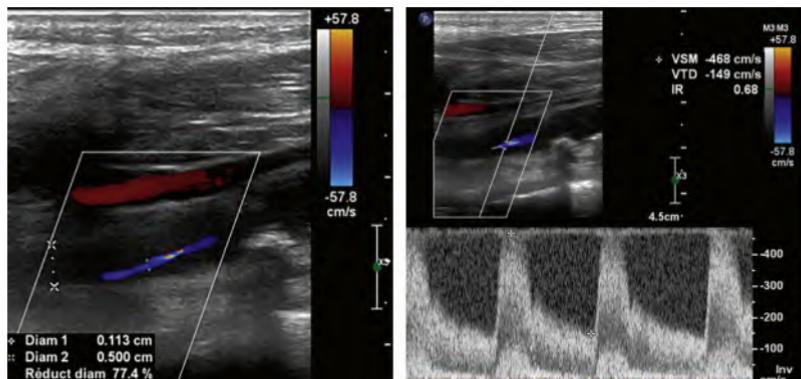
Sténose serrée symptomatique de la carotide interne bulbaire en écho-Doppler (estimée à près de 80 % selon NASCET).
